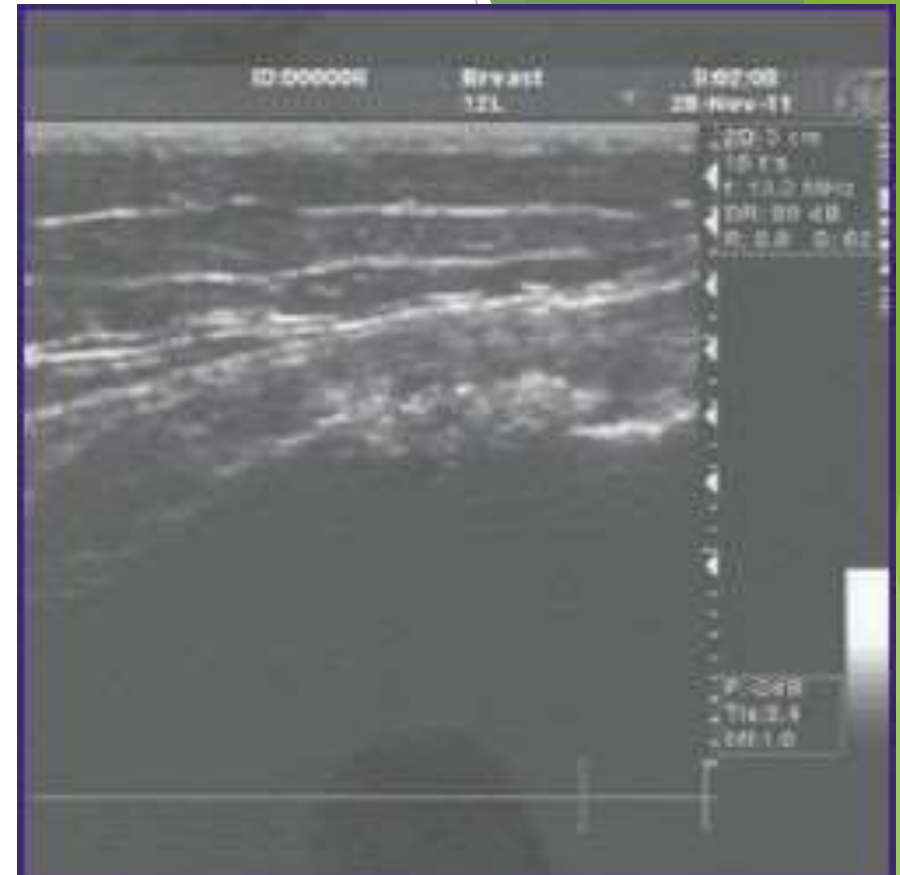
УЗИ коленного сустава с депозитами ПФК. Кальцификация медиального мениска
